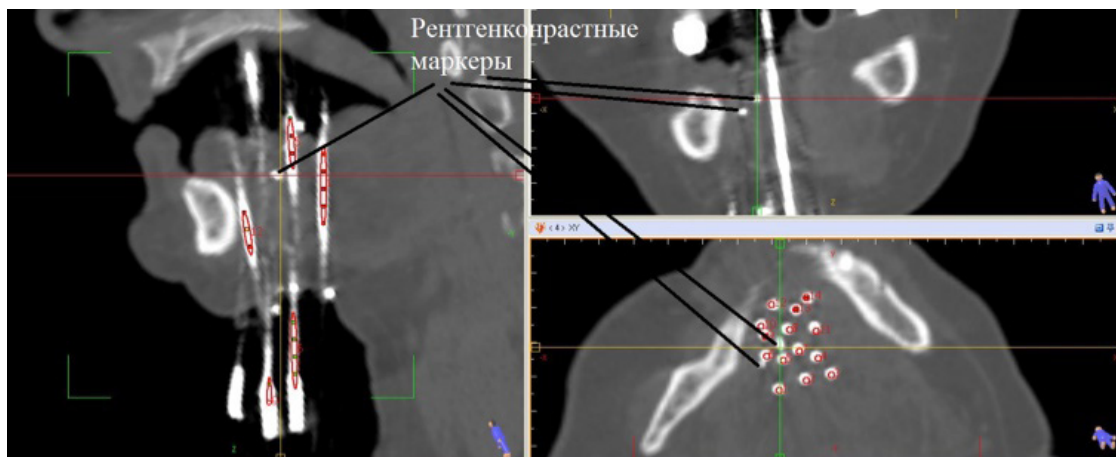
Линиями показано положение установленных рентгенконтрастных маркеров.
